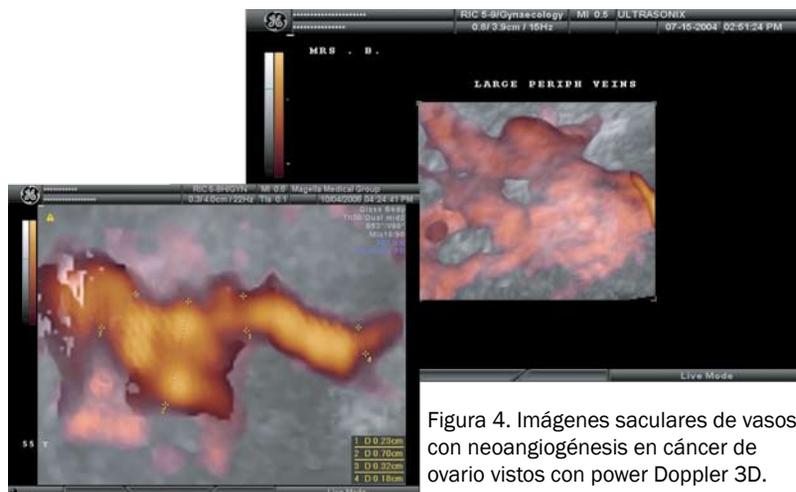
Imágenes saculares de vasos con neoangiogenesis en cáncer de ovario vistos con power Doppler 3D.
